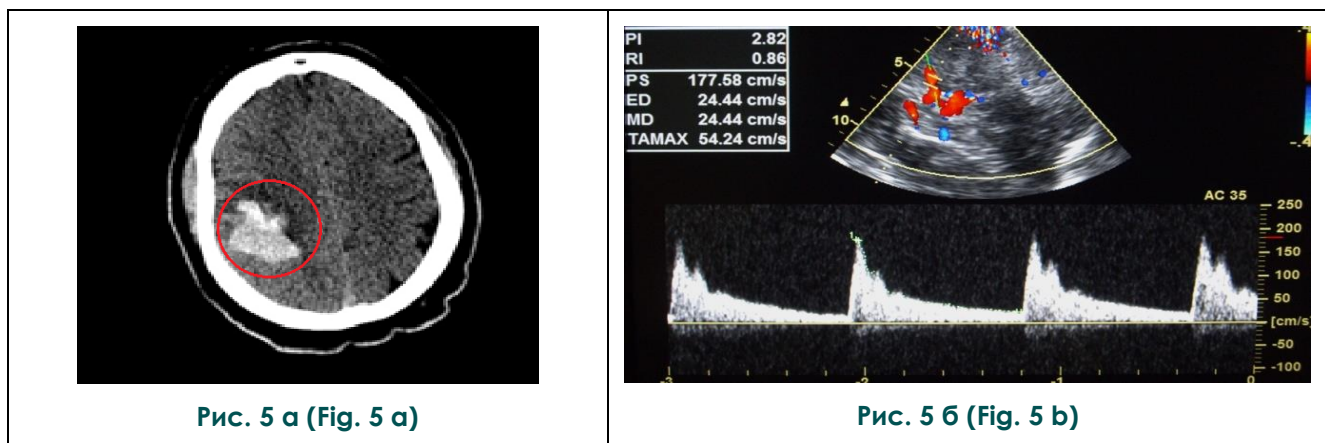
а – МСКТ головного мозга без контрастного усиления, аксиальная плоскость. б – Транскраниальное дуплексное сканирование артерий головного мозга через височное окно. Тот же пациент.
